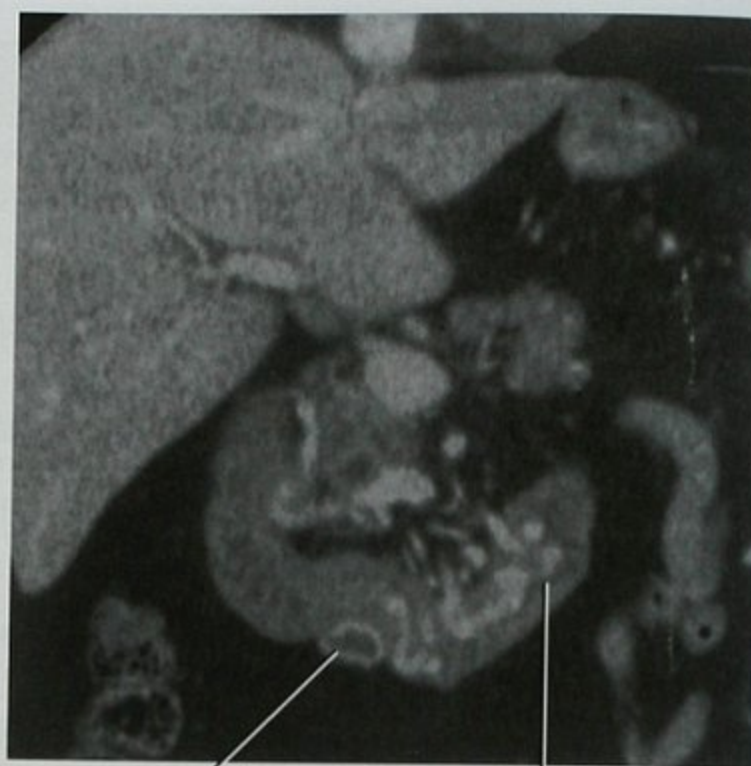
CT 冠状位图像,静脉增强、口服阴性对比剂后,显示十二指肠第四段内静脉曲张。该患者既往曾行门-体静脉分流术,现出现腹痛及隐匿性消化道,检查显示门-体静脉分流血管血栓形成
